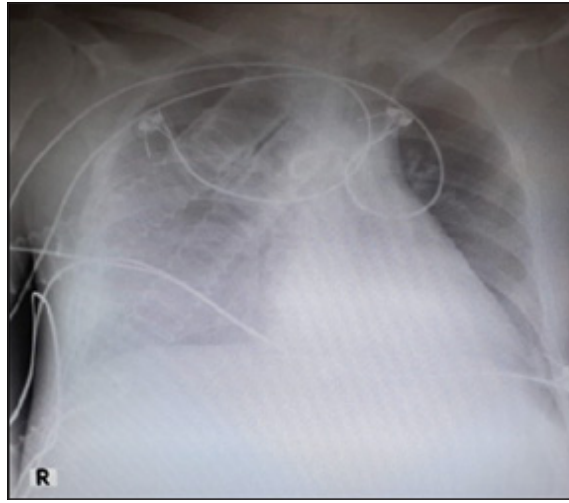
Radiografía de tórax: día 2 de iniciado el voriconazol. Se observa infiltrados algodonosos en tercio inferior de ambos hemitórax, con derrame pleural derecho.
